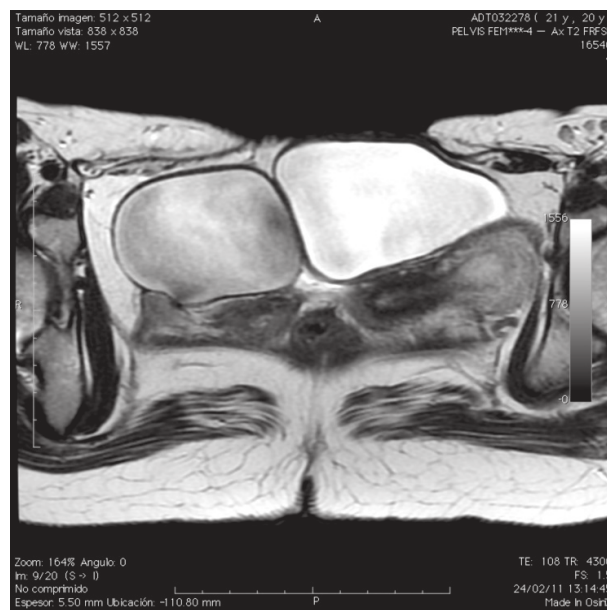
Otra proyección de la resonancia magnética. Se identifican dos vejigas no comunicantes con interface entre ambas.
